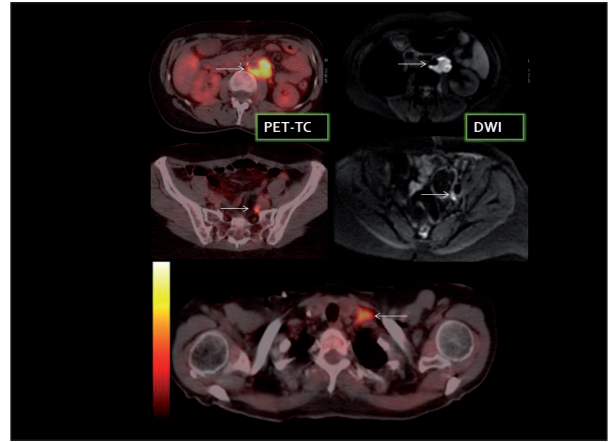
Recidiva retroperitoneal en paciente con cáncer de ovario (PET-TC Y DWI). Ambas técnicas detectan claramente las adenopatías retroperitoneales. Sin embargo el PET-TC detectó una adenopatía patológica en fosa supraclavicular, realizándose PAAF, que confirmó su naturaleza tumoral, desestimándose la cirugía de citorreducción.
